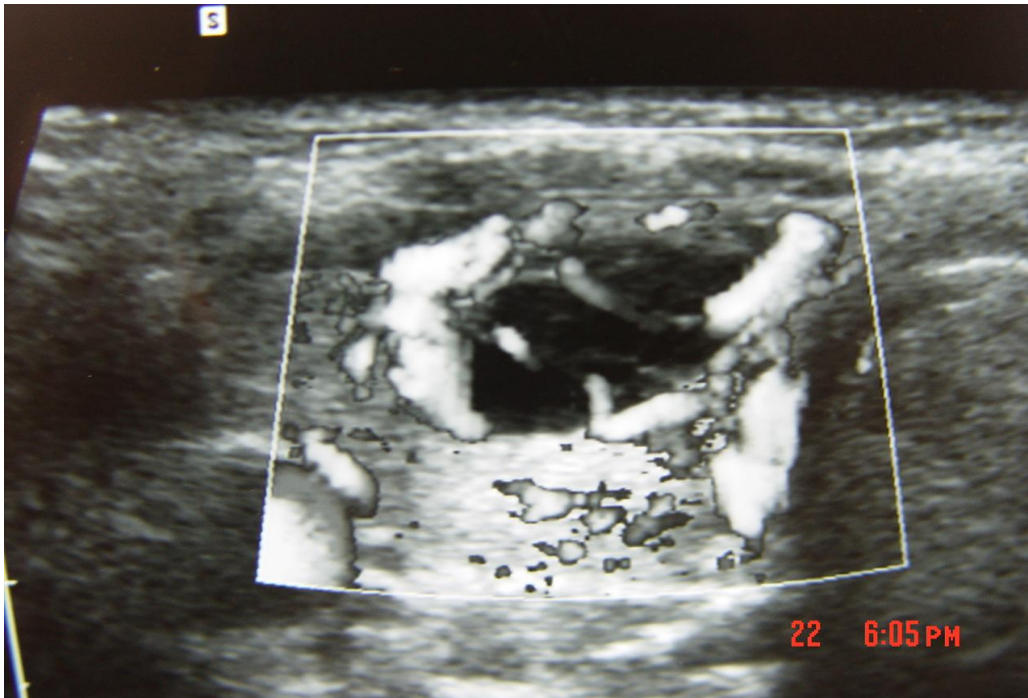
Ecografía tiroidea con Doppler. Obsérvese la intensa vascularización del nódulo.
